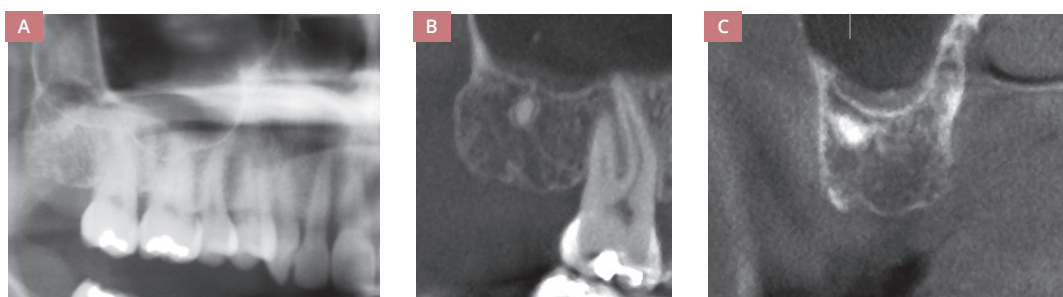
(A-C) Radiografia panorâmica da tuberosidade maxilar direita indicando a presença de boa disponibilidade óssea e pequena raiz residual (A). A tomografia computadorizada Cone Beam, com cortes axial (B) e sagital (C), fornece maior número de informações da área doadora.
